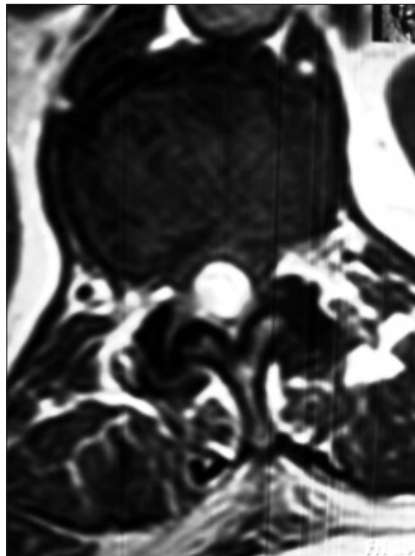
Resonancia Magnética pre-op T1 corte axial. Destaca obliteración severa del canal raquídeo por la lesión expansiva.
